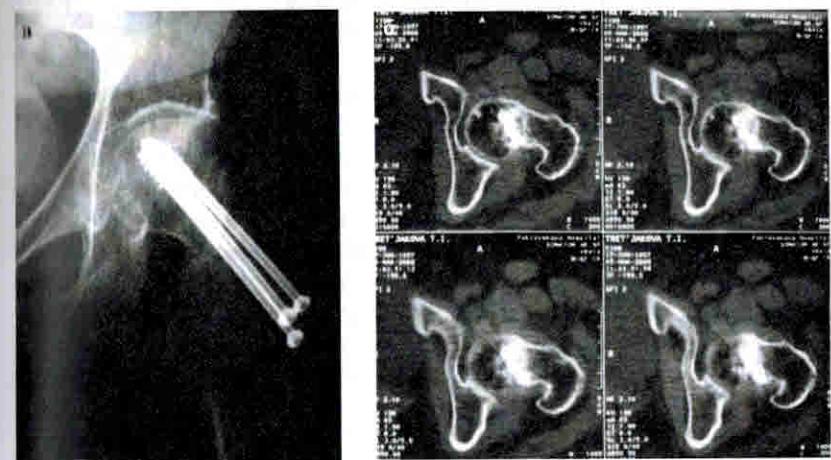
Радиологическое обследование больной Т. через 5 месяцев после операции: а – рентгенологическое – металлоостеосинтез канюлированными тремя винтами; б – КТ – подтверждена консолидация субкапитального перелома шейки бедренной кости
